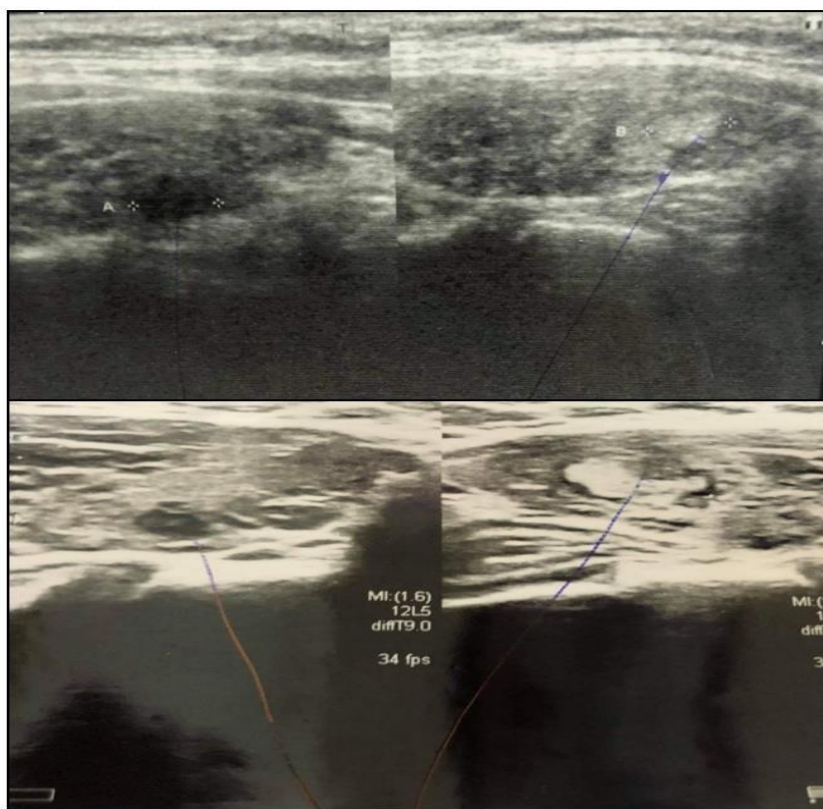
Imagine cu USG glandei tiroide
